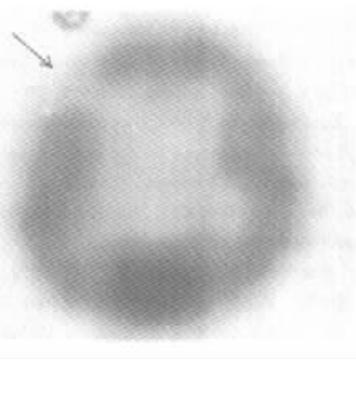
间歇期 SPECT 扫描, 右额局限性稀疏区
